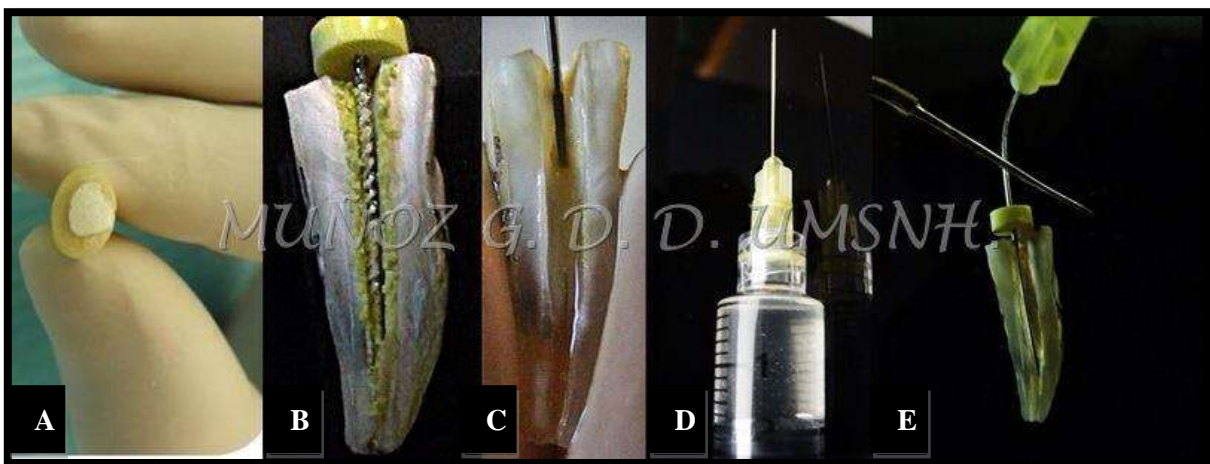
Protocolo de limpieza con una aguja activada con ultrasonido (GRUPO B). Fuente propia.
